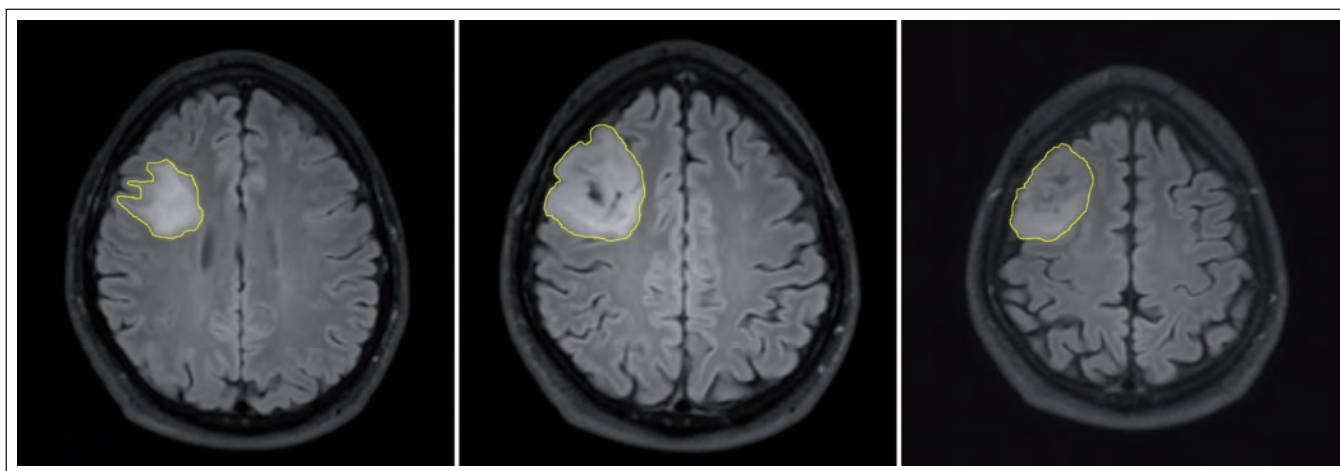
Meranie priemerov tumoru u pacienta s LGG v pravom frontálnom laloku vo FLAIR sekvencií.
